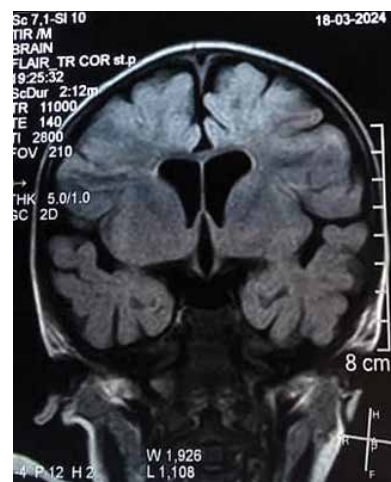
Пациентка К.А., 2 года. Диагноз: энцефалопатия развития и эпилептическая; генетическая эпилепсия, обусловленная мутацией в гене HECW2. Магнитно-резонансная томография головного мозга, мощность 1,5 Тл, режим FLAIR, коронарный срез. Отмечается умеренное расширение субарахноидальных пространств, межполушарной щели и ретроцереbellарной цистерны, без других структурных изменений
